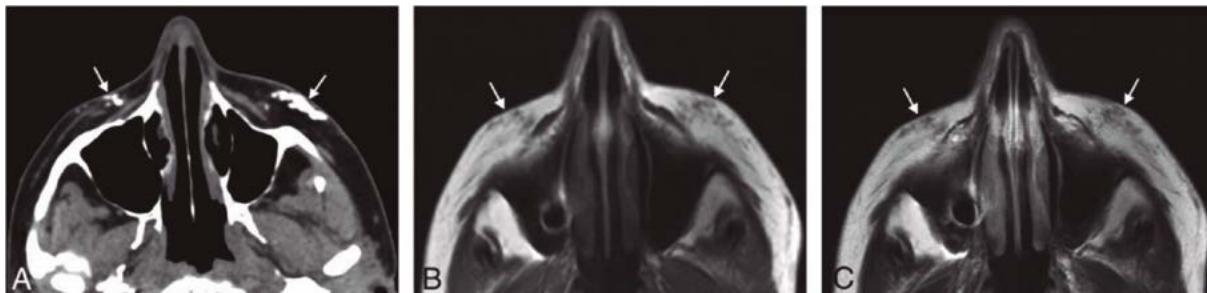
Hidroxiapatita cálcica. La imagen de TC axial (A) muestra material hiperatenuado dentro de los tejidos subcutáneos bilaterales de la mejilla (flechas). Las imágenes de RM axial T1 (B) y T2 (C) muestran que los rellenos tienen una señal de baja a intermedia en ambas secuencias (flechas)⁹.
